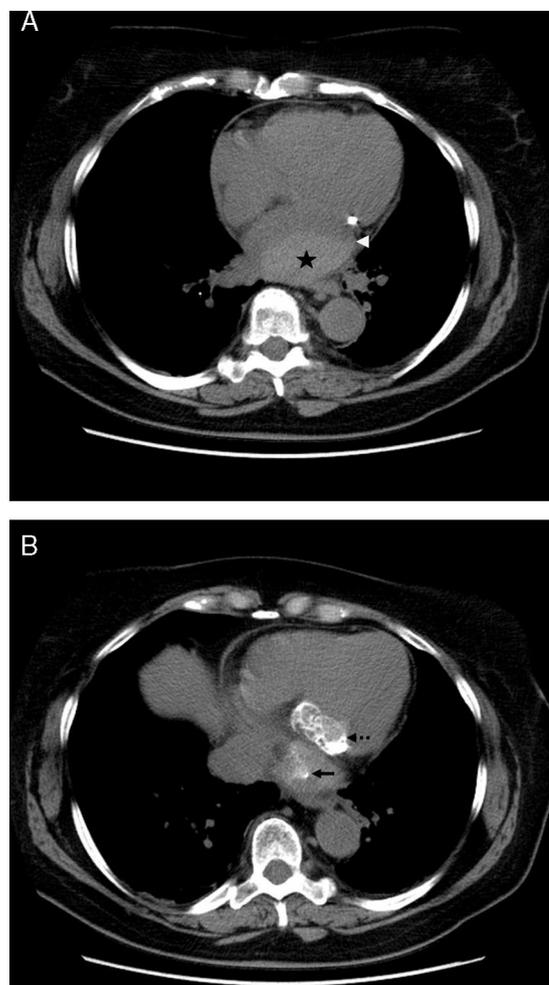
Tomografía computarizada sin contraste. A) Masa adherida a la pared posterior y libre de la aurícula izquierda (asterisco). Su contorno es liso y presenta forma ovalada, con una prolongación de su base hacia la pared (cabeza de flecha). B) En su parte más basal contiene calcificaciones amorfas (flecha). Adyacente a la masa podemos ver la válvula mitral extensamente calcificada (flecha discontinua).
